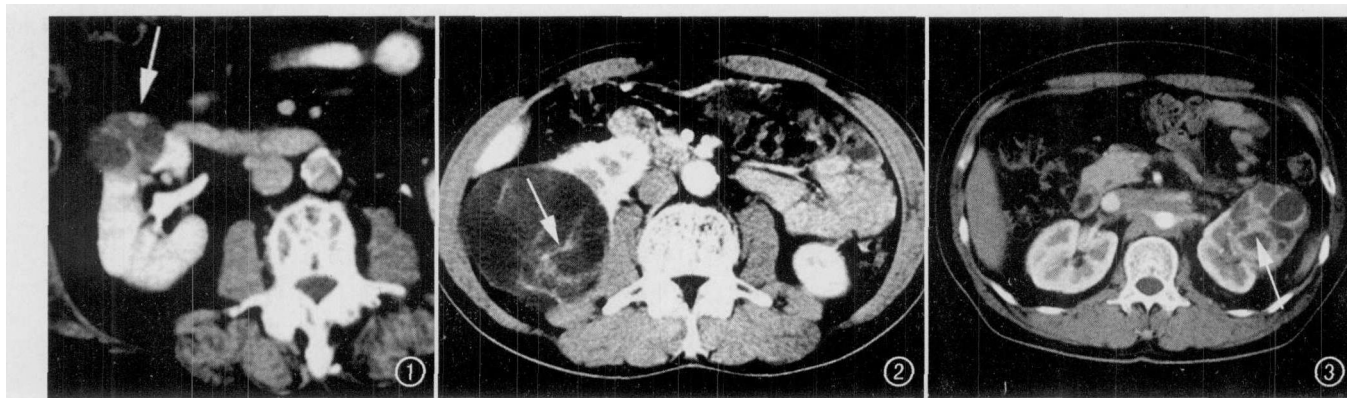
右肾颗粒细胞癌。增强 CT 示壁结节中度强化(箭)。图 2 右肾透明细胞癌。CT 示分隔有不规则钙化(箭),并中度强化。图 3 左肾透明细胞癌。增强 CT 示分隔不规则增厚且中度强化(箭),囊液密度不同,腹膜后淋巴结肿大融合。
